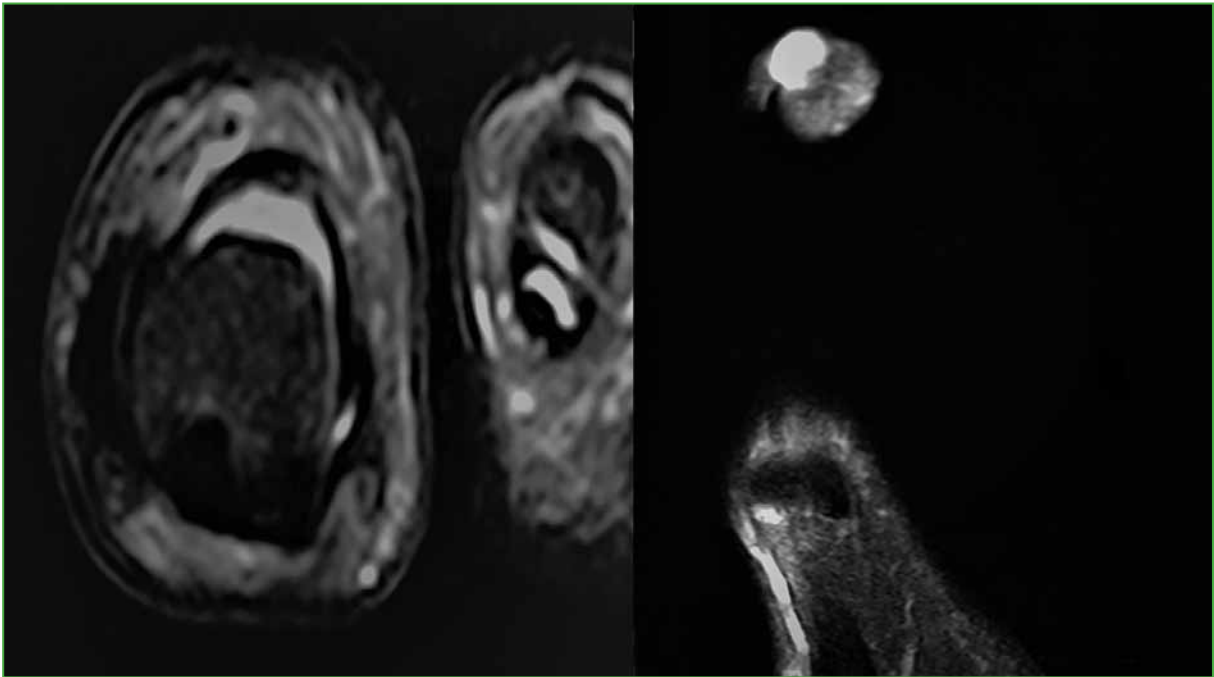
Resonancia magnética, cortes coronal y sagital. No hay compromiso óseo. Derecha: imagen hiperintensa en la región distal del dedo, compatible con hemangioma.
